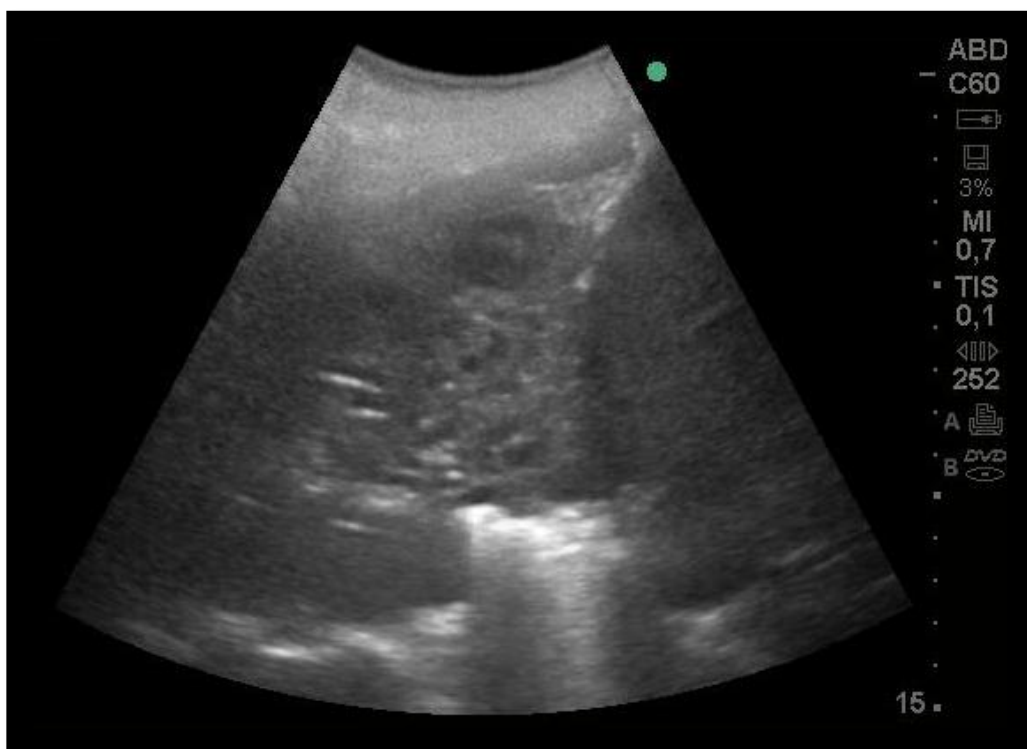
Por ultrasonido pulmonar donde se aprecian áreas hipoeoicas, multiples, circulares en lóbulo inferior pulmón derecho sugestivas de cavitaciones pulmonares.
